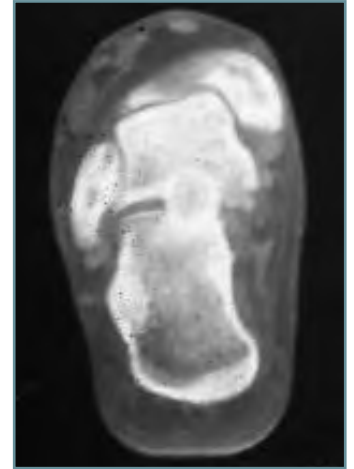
Corte coronal de TAC con el injerto consolidado colocado por vía posterointerna.
